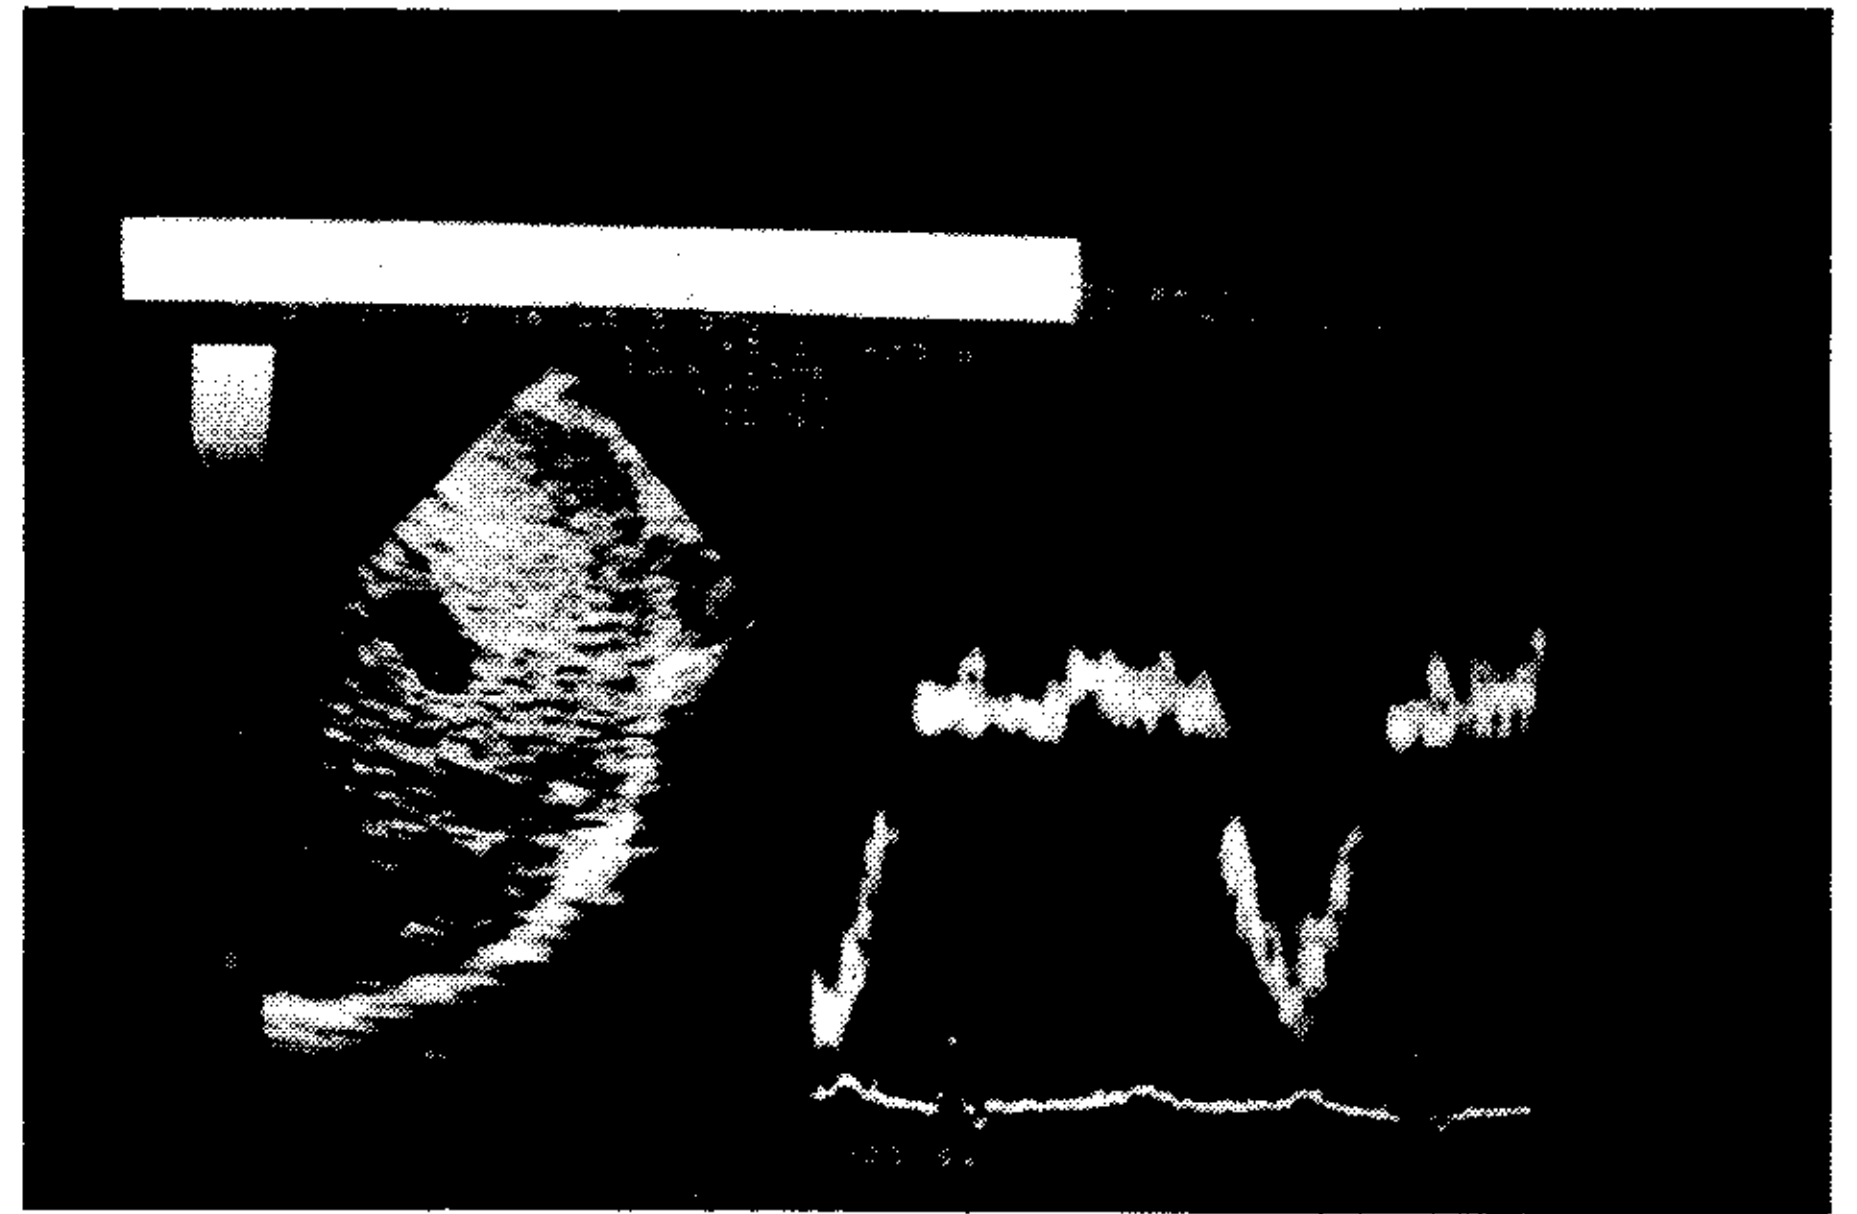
Doppler color: en venas suprahepáticas en sístole se observa una señal positiva que indica la presencia de regurgitación significativa.
